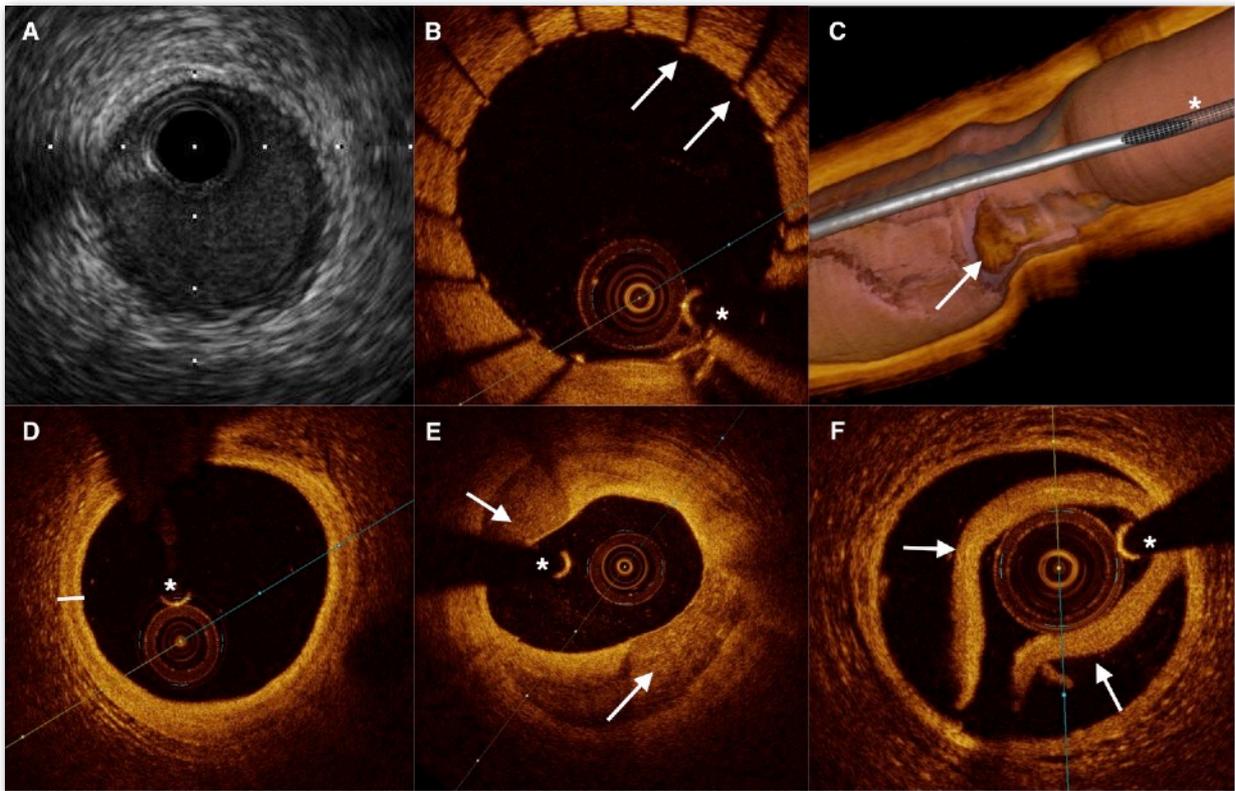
Imágenes ilustrativas de Ecografía Intravascular y Tomografía de Coherencia Óptica. A y D) Corresponden a la misma arteria sana valorada mediante EIC u OCT (línea blanca delimita las 3 capas arteriales: íntima, media y adventicia). B) Stent metálico recién implantado con patas o *struts* (flechas blancas) bien aposicionados en la pared arterial. C) Reconstrucción 3D de placa erosionada con trombo adherido (flecha blanca). E) Placa calcificada (flechas blancas señalan los cristales de calcio de menor intensidad). F) Disección arterial coronaria (flechas blancas indican la capa íntima-media que se ha separado de la media-adventicia). *Artefacto de la guía coronaria.
